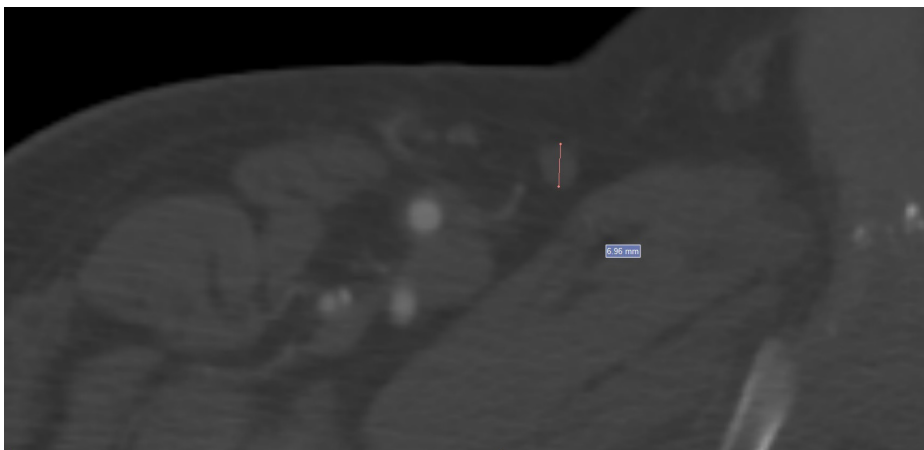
Medida de diâmetro da veia safena interna realizada através da angiotomografia.
